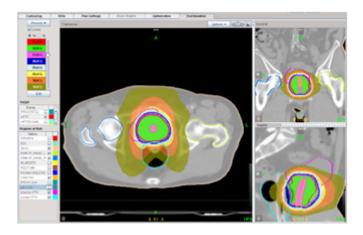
Isodosis obtenidas con la tomoterapia sobre el TAC de uno de los pacientes del estudio de SBRT de próstata
